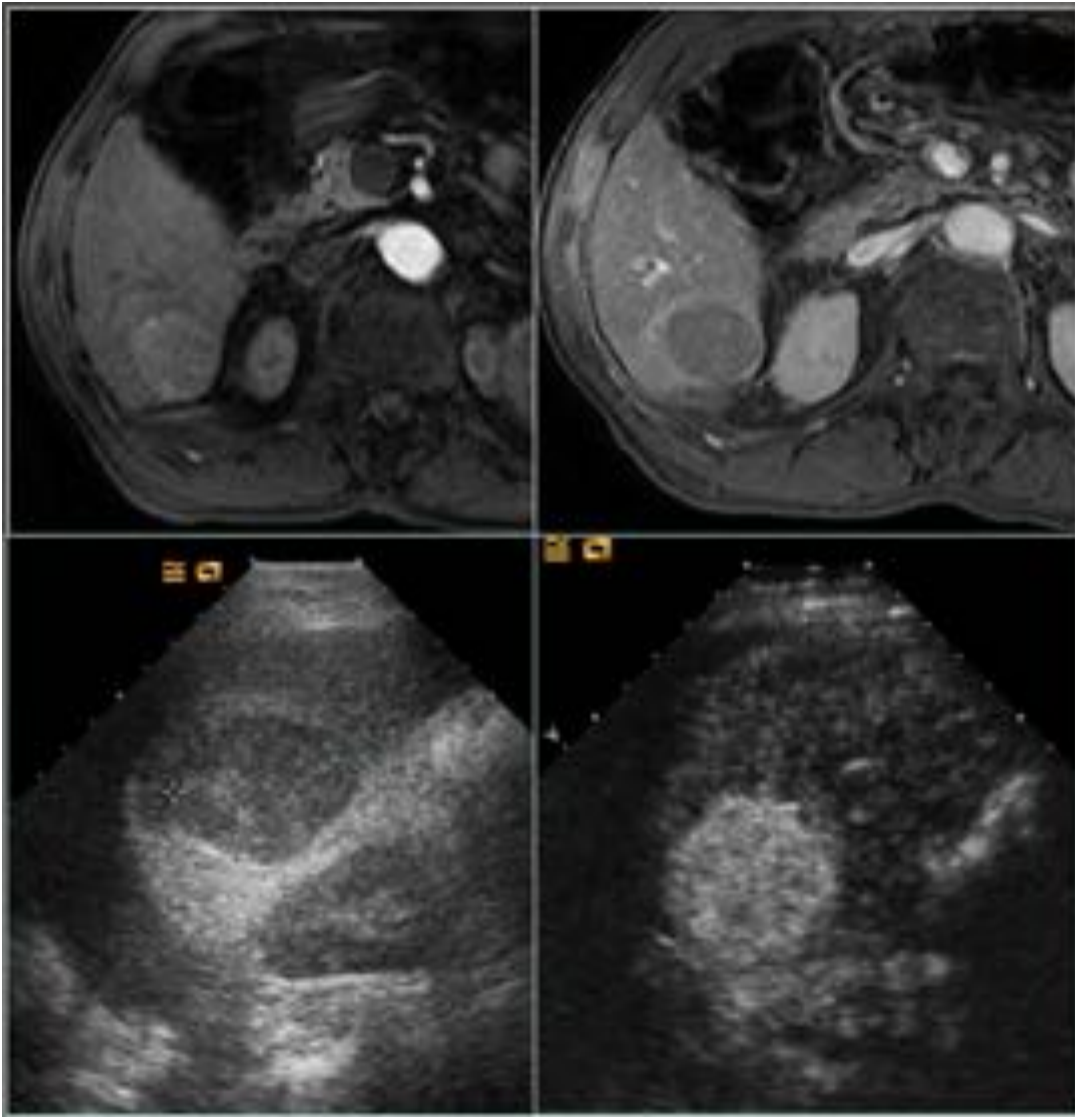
RM: Secuencias T1 fat-sat en fases arterial y portal en la que se observa una lesión hipercaptante en fase arterial que presenta "lavado" en fase portal, compatible con CHC. Se muestran también la ecografía y la CEUS.
